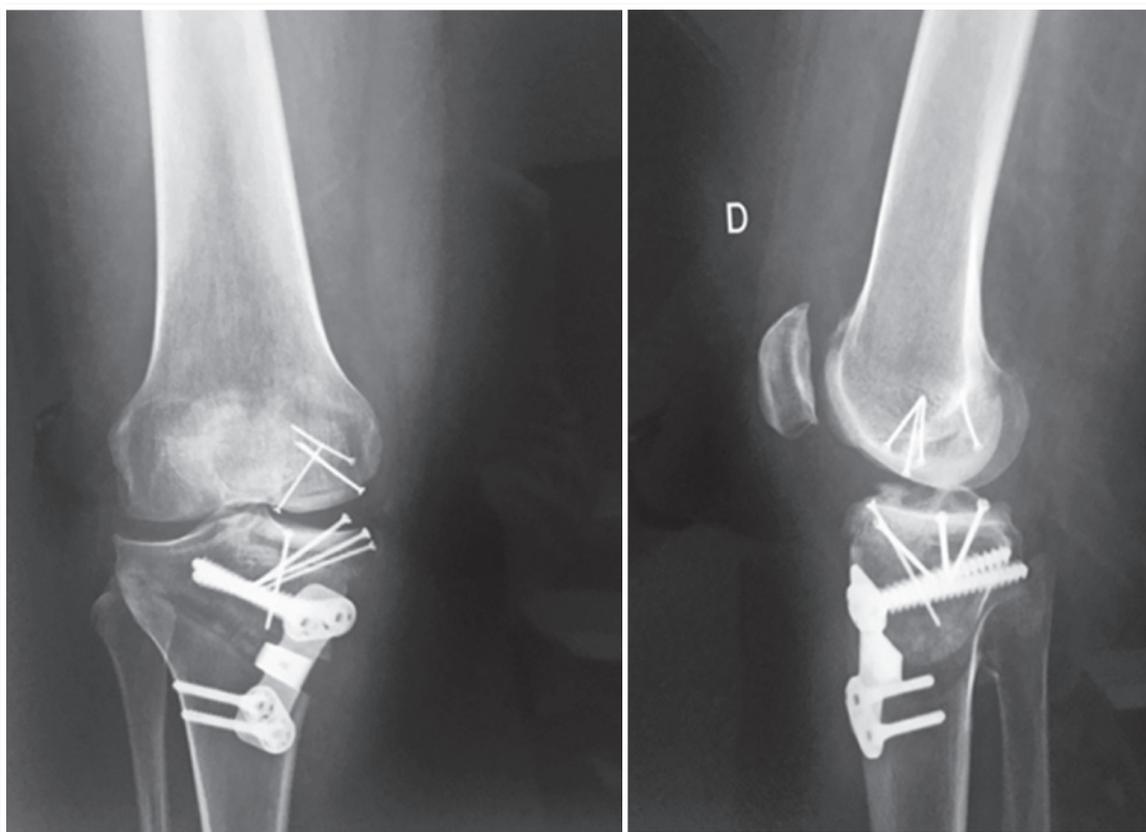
Radiografia controle pós operatório imediato
